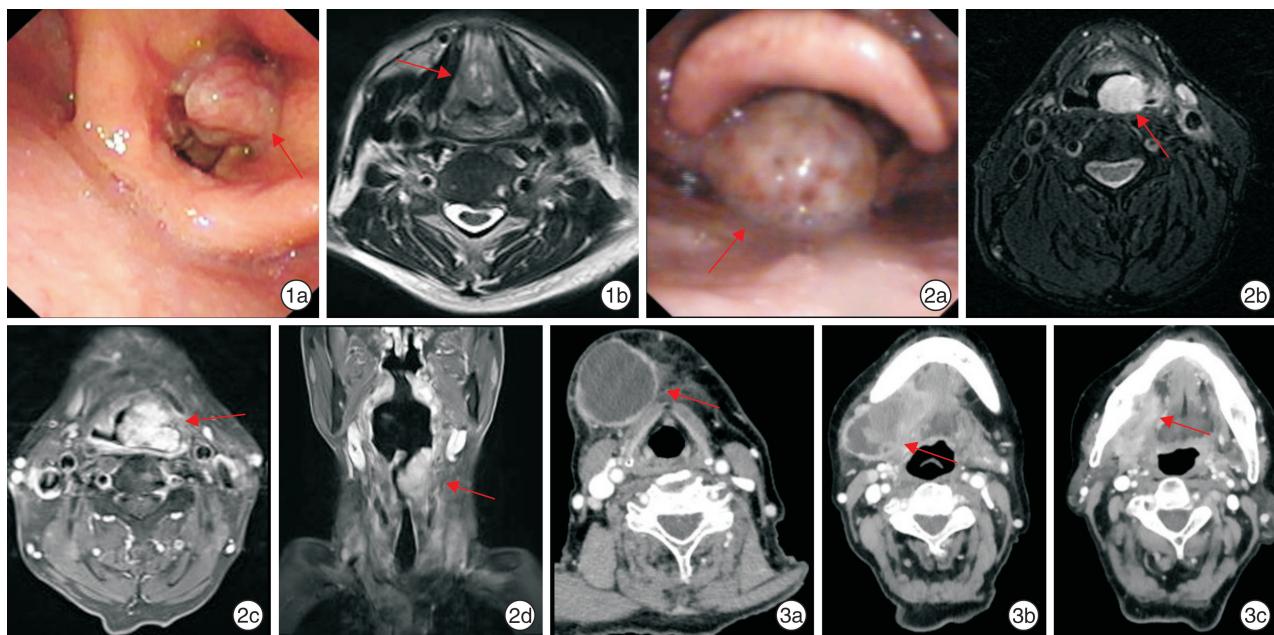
例 1 患者喉镜下及影像学所见 1a: 声门区新生物表面尚光滑, 双侧声带暴露不清; 1b: 肿物位于声门区, 堵塞气道, 呈不均匀强化; 图 2 例 2 患者喉镜下及影像学所见 2a: 初诊时下咽部肿物, 原发于杓会厌襞, 表面见溃疡面, 尚光滑, 突入喉腔; 2b: 初诊时增强 MR 下见肿物不均匀强化; 2c、2 d: 放疗后 18 个月肿瘤复发, 下咽部见巨大肿物, 挤压喉腔, 阻塞大部分气道; 图 3 例 3 患者影像学所见 3a、3b、3c: 右侧下颌下见巨大肿物, 增强 CT 示不均匀强化, 向上侵犯下颌骨骨质(红色箭头所示为肿瘤)。
